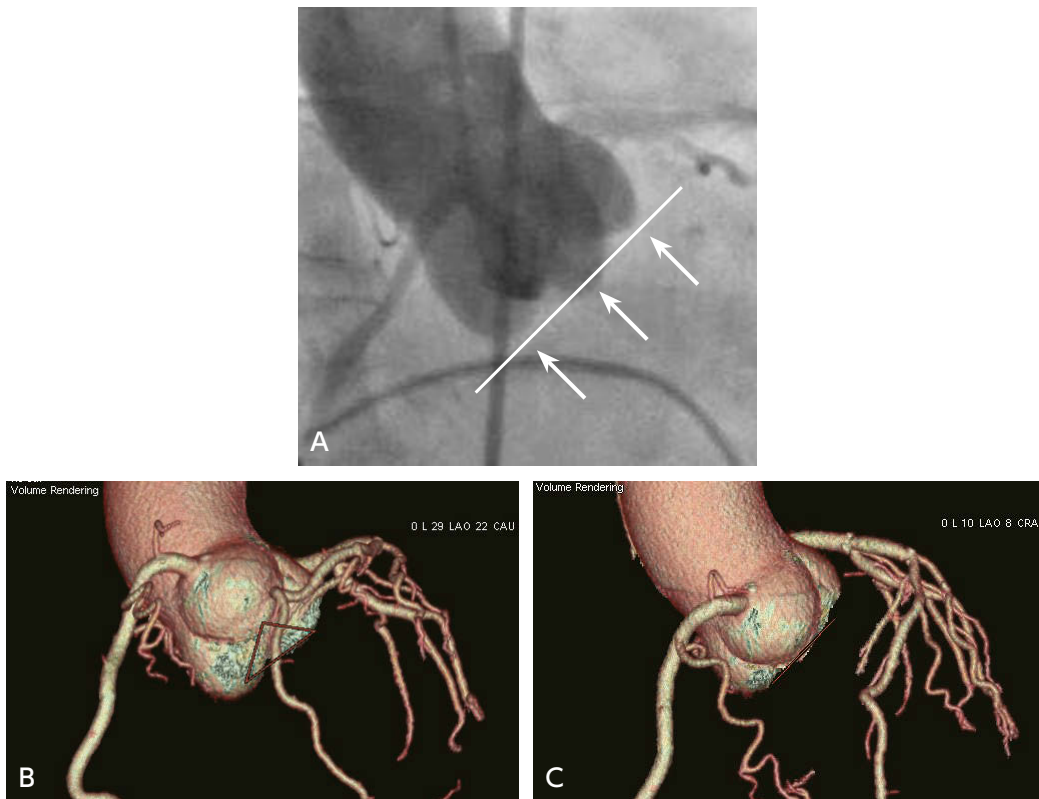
TAVI/TAVR 術前 CT による手技時/血管造影時の perpendicular view の予測
